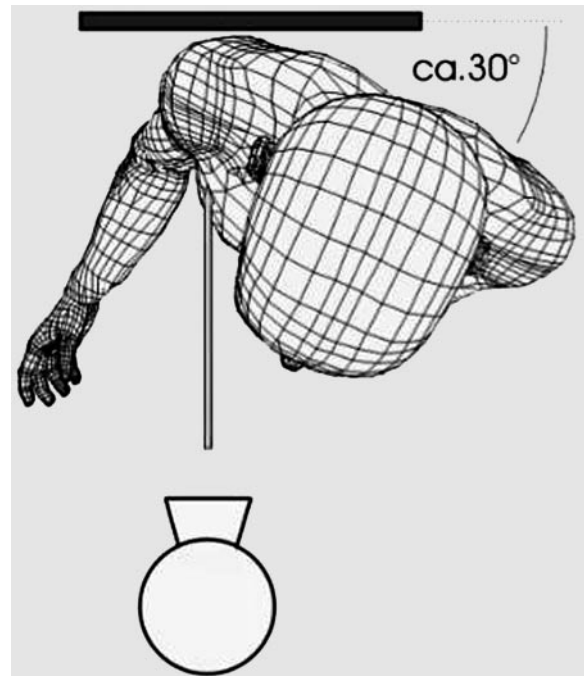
■ Standardröntgenprojektion a.-p. (true a.-p.).
